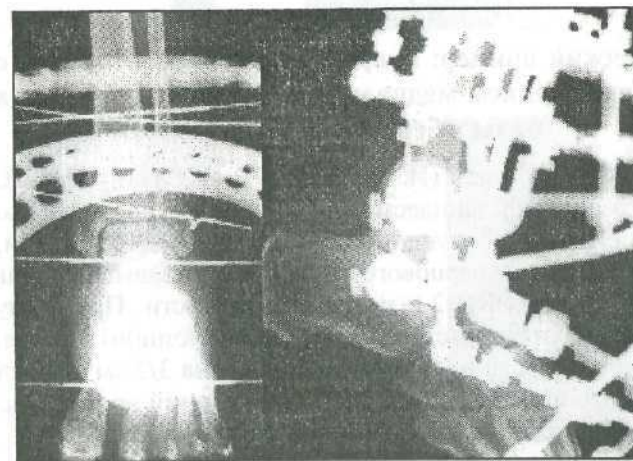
(продолжение). Рентгенограммы больной М., 38 л:
